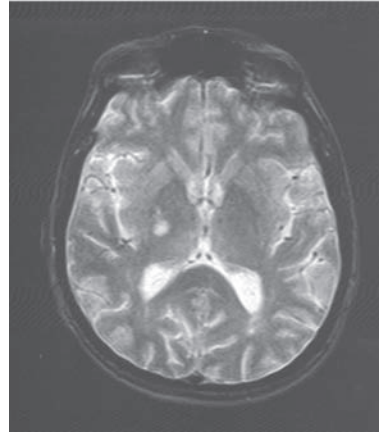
Una imagen de resonancia magnética (sopesada por T2) demostró intensidad de señal aumentada en el globo pálido ventrolateral a la derecha. (Reproducido con autorización de Mendez *et al.*, 2004.)
